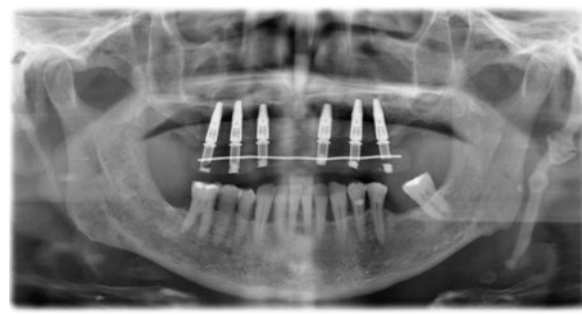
Ortopantomografia com a prótese provisória *in situ*.
